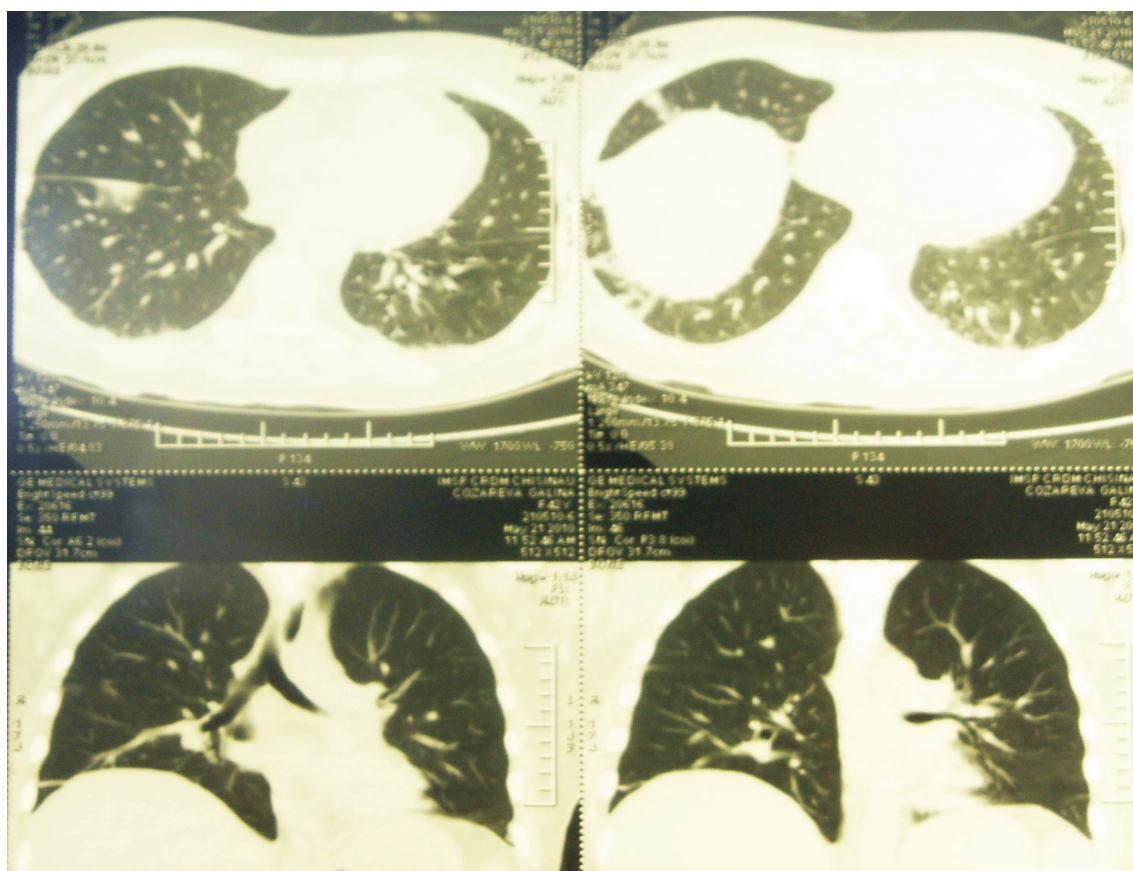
Tomografia computerizată a regiunii toracice.
